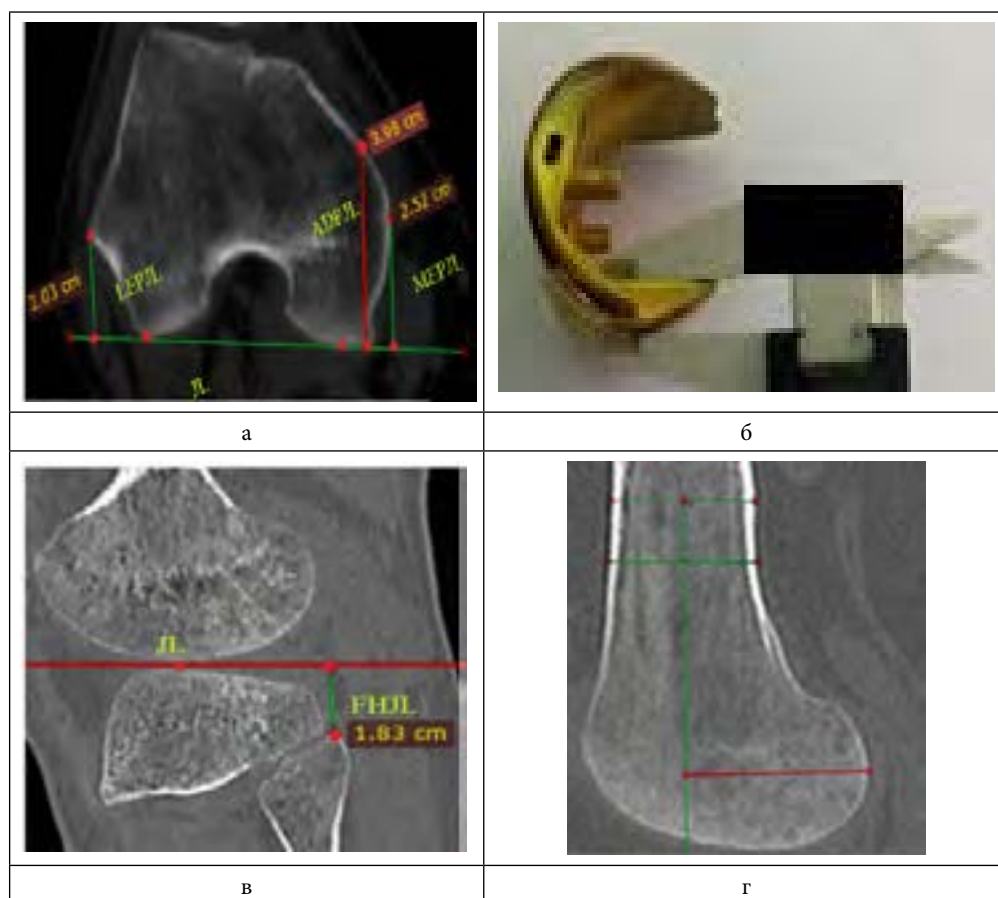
КТ коленного сустава этап планирования: а - аксиальная проекция измерение расстояния от мыщелков бедренной кости до сгибательной линии; б - измерение толщины заднего фланца эндопротеза; в - сагиттальная проекция измерение уровня щели коленного сустава относительно малоберцовой кости; г - измерение уровня задней резекции бедренной кости.
